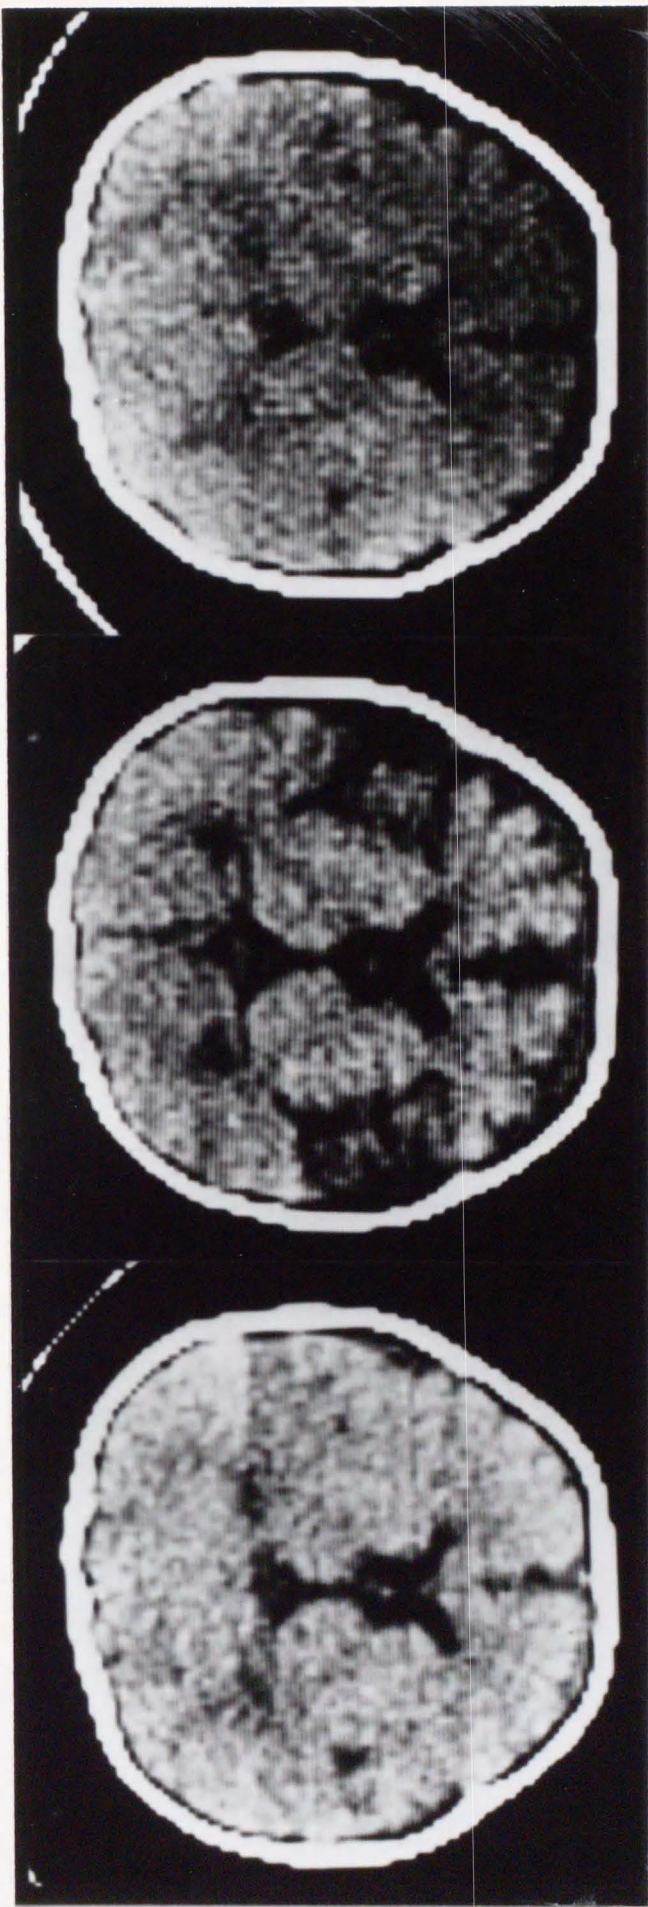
Serial cranial CT scans of a girl infant with infantile spasms who developed severe mental retardation (Case 3): Left: CT was normal before ACTH therapy; Center, CT showed a marked low density area in the front temporal subdural spaces; Right: Slight fronto-temporal low density area with a marked ventricular dilatation noted 10 months after ACTH therapy. Her seizure was poorly controlled and mental development was severely impaired.
